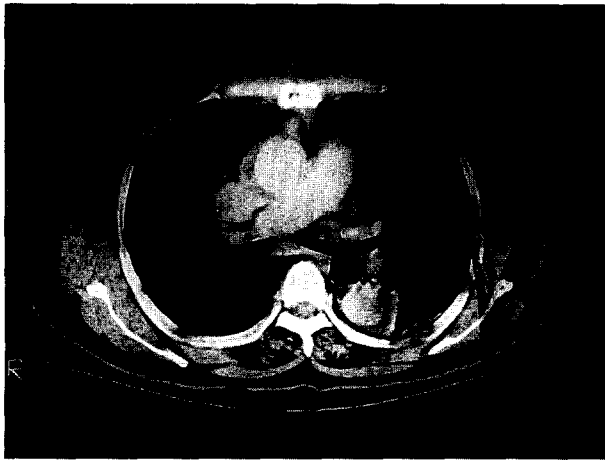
Case 1. Preoperative Chest CT finding
